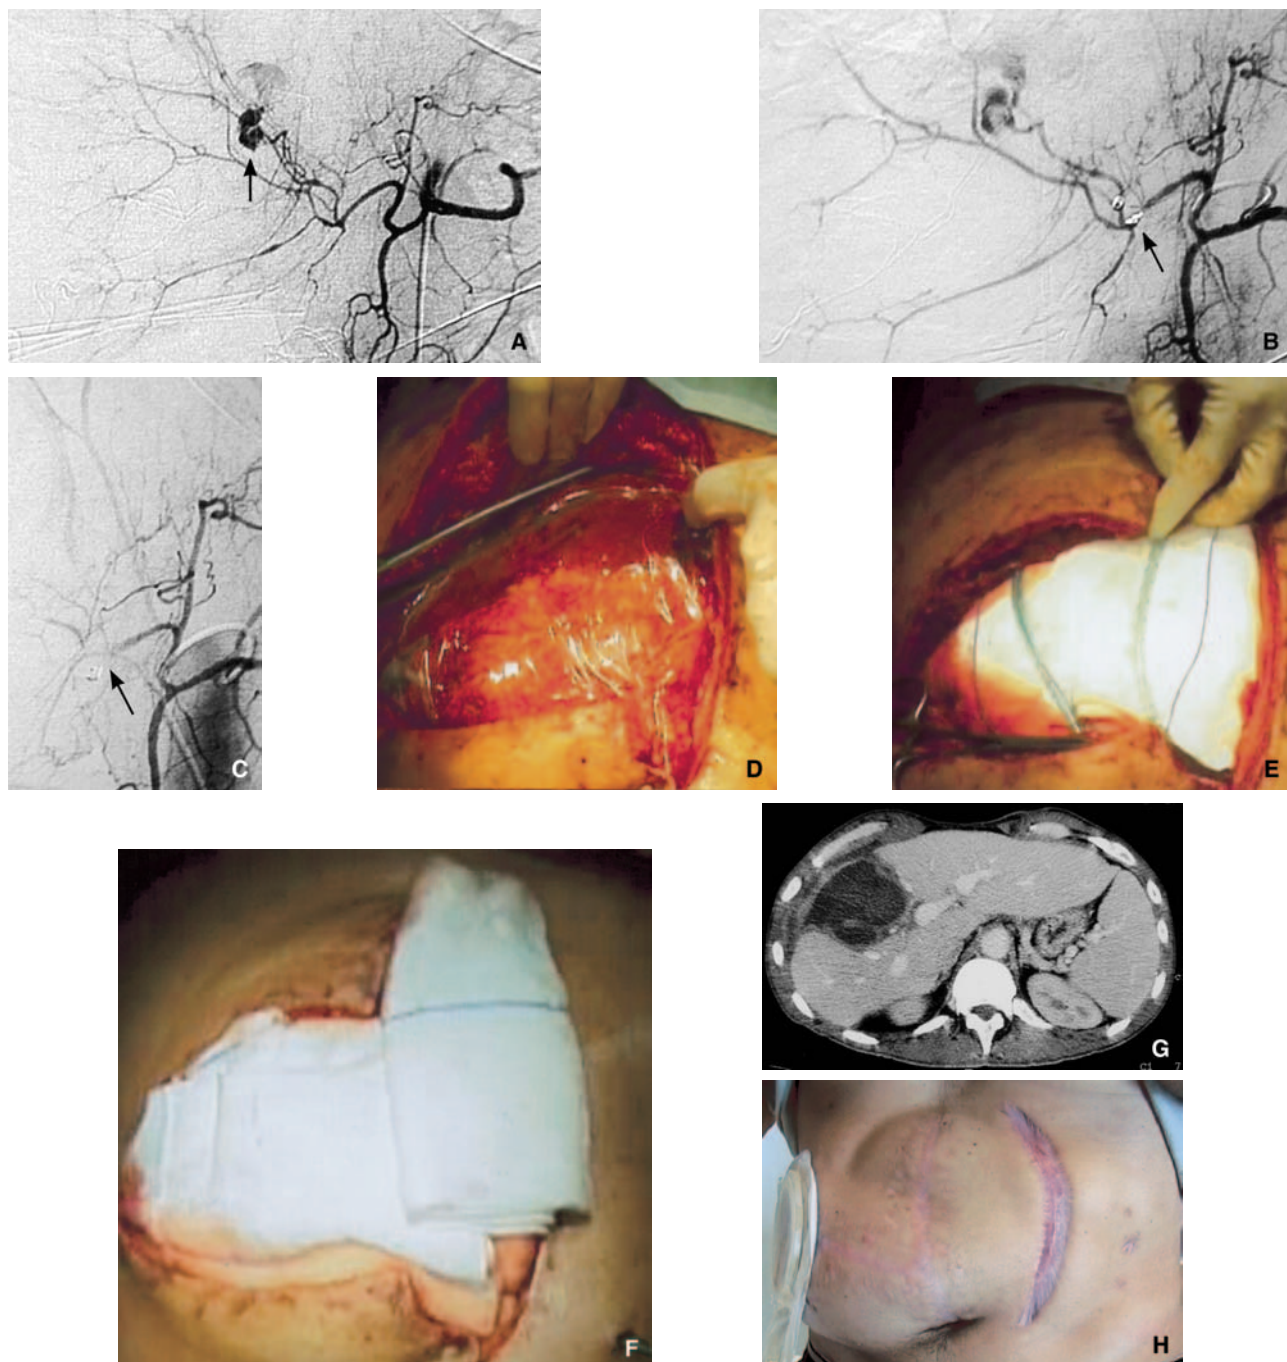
Varón de 46 años que sufrió un accidente de moto en montaña, con choque directo del manillar contra el flanco derecho. Ingresó en un centro hospitalario a las 3 horas del accidente, consciente pero en estado de shock hemorrágico gravísimo, con presión arterial indetectable y hemoglobina de 40. En la ecografía, derrame >2 l y contusión hepática derecha. Laparotomía efectuada a los 30 minutos del ingreso con hemoperitoneo >3 l, debido a una ruptura del hígado derecho tipo IV de Moore, sin otras lesiones visibles. Taponamiento perihepático parcialmente eficaz, con ascenso de la presión sistólica a 9. Cierre cutáneo puro y traslado a la sala de arteriografía: embolización de la arteria hepática distal eficaz (flecha, A, B, C). Cambio en reanimación a las 20 horas: síndrome del compartimento abdominal agudo. Laparotomía. Necrosis de la vesícula biliar: colecistectomía, drenaje transcístico. Colocación de un sistema de *vacuum pack* (D, E, F). Días 5-8: retirada del *vacuum pack* en dos fases. Drenaje biliar. Cierre cutáneo exclusivo ayudado por una incisión de descarga izquierda. Día 18: absceso hepático derecho tratado por drenaje quirúrgico activo y drenaje de Van Kemmel (tomografía computarizada) (G). Día 40: salida de reanimación. A los 11 meses: eventración (H) tratada con colocación de una malla de políéster retromuscular preperitoneal. Reanudación de la actividad deportiva profesional habitual 15 meses después del accidente.
